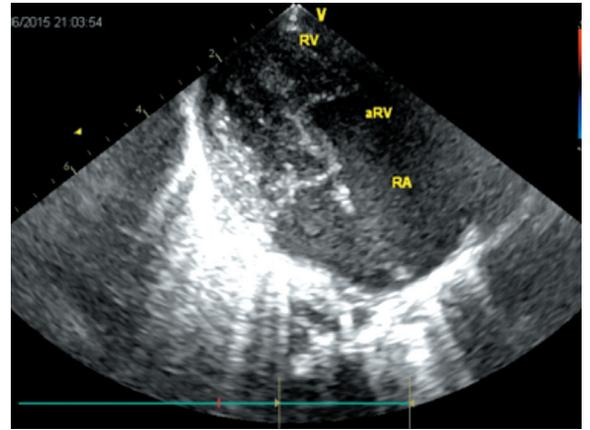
Эхокардиография. Четырехкамерная проекция симптомного новорожденного с аномалией Эбштейна; RV – правый желудочек, aRV – атриализованная часть правого желудочка, RA – правое предсердие
